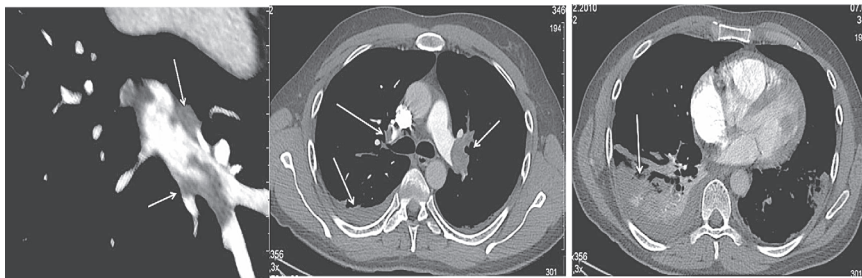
КТ-ангиография грудной клетки больного С.: тромбы в ветвях легочной артерии, пневмоническая инфильтрация
